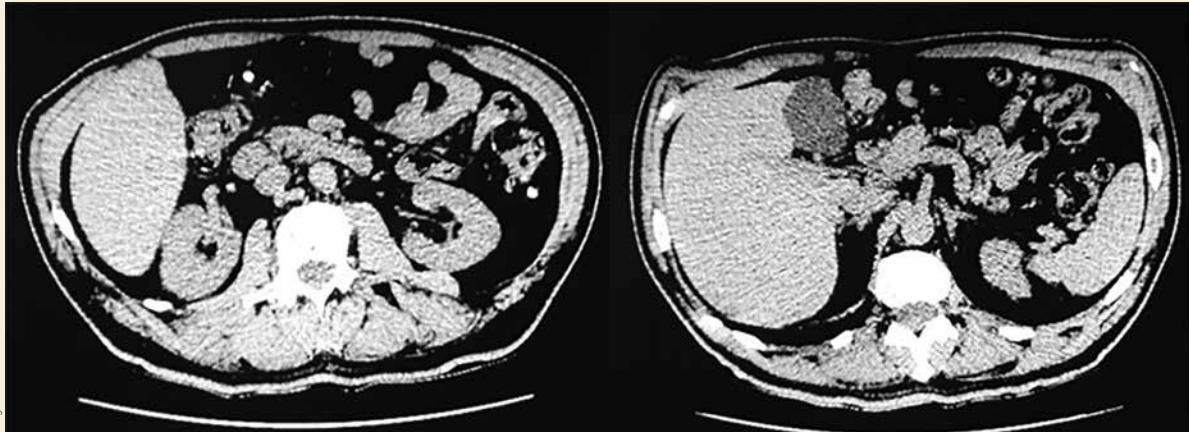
Tomografía abdominal con corte axial en el cual se evidencia disminución en el tamaño del lóbulo izquierdo
